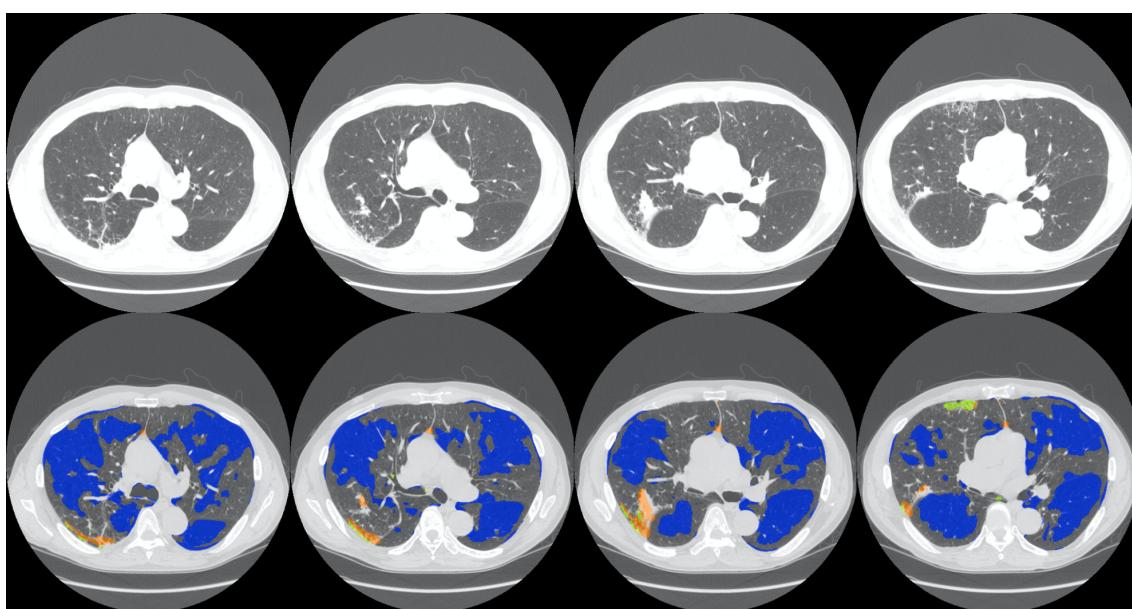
Slices of LTA Map displaying misidentified texture due to atelectasis. First row displays the original CT lung image and second row displays LTA Map of corresponding slices.
